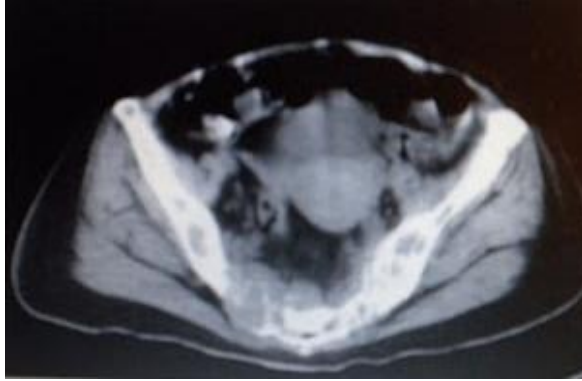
Instantánea obtenida mediante TAC en la que se aprecia una lesión ósea del hueso ilíaco derecho.
